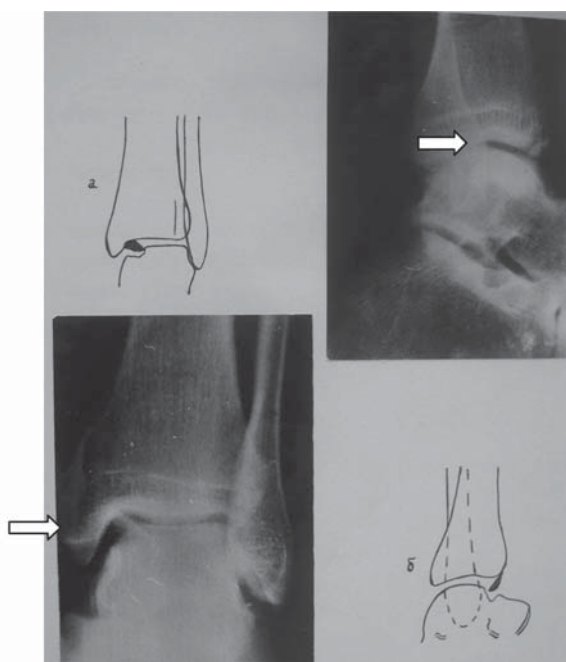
Рентгенограммы голеностопного сустава больного 3. (25 лет) с трансхондральным переломом (показано стрелкой) внутреннего края блока таранной кости со смещением отломка, разрывом дельтовидной связки. Рентгенограммы в прямой (а) и боковой (б) проекциях.
